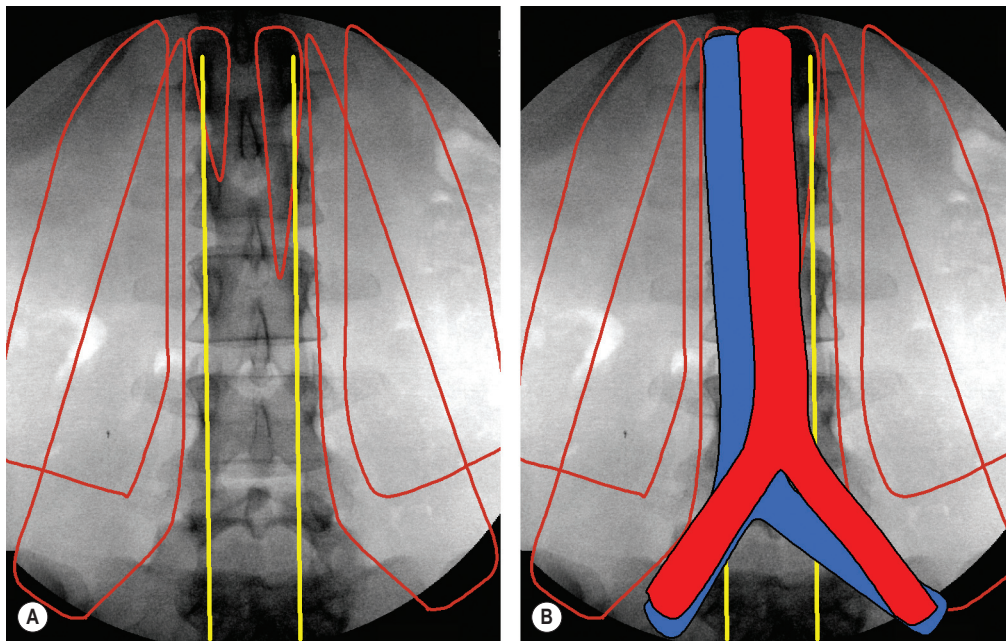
Radiographie antérieure du rachis lombal sur lequel la localisation des structures prévertébrales a été surimposée.
